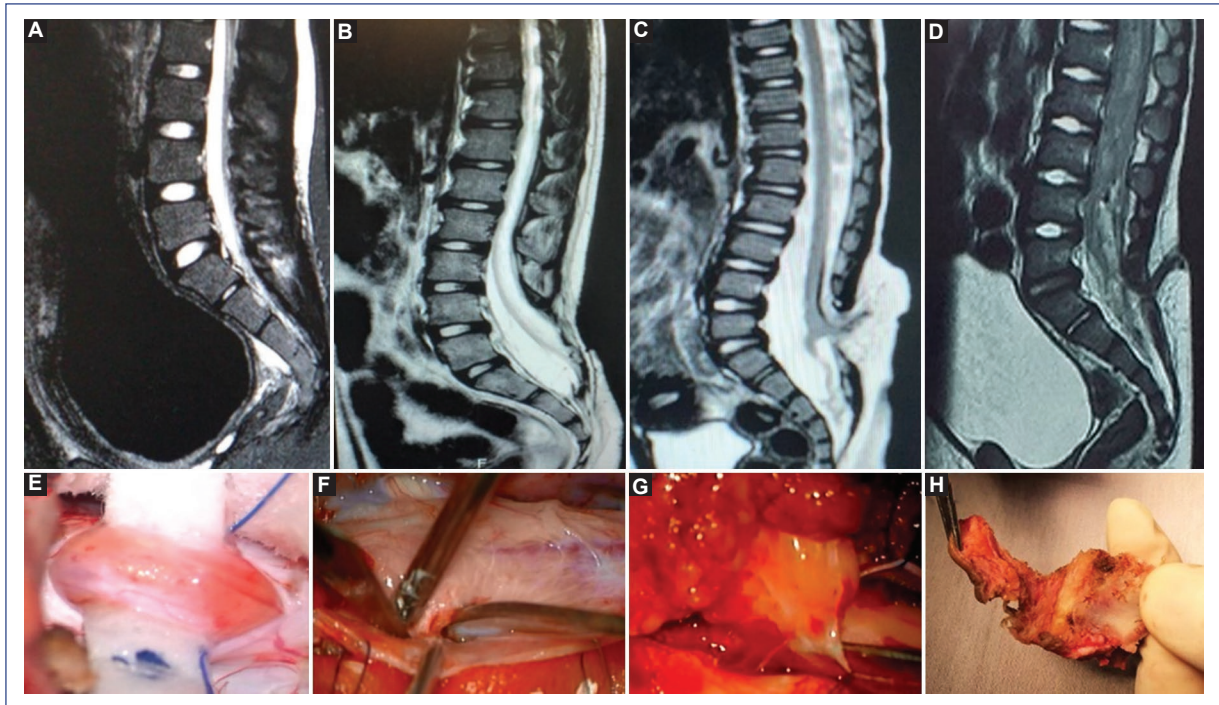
Imágenes de resonancia magnética en secuencia T1 en corte sagital en la parte superior y en la parte inferior imágenes intraoperatorias (A y E). *Filum* lipomatoso y megavejiga en resonancia magnética (B y F). Paciente operado de mielomeningocele con la médula anclada a la duramadre (C y G). Lipomielomeningocele con médula que se ancla al lipoma (D y H). Seno dérmico y trayecto del seno dérmico que atraviesa la vértebra, se evidencia la vejiga incrementada de tamaño en la resonancia magnética.
